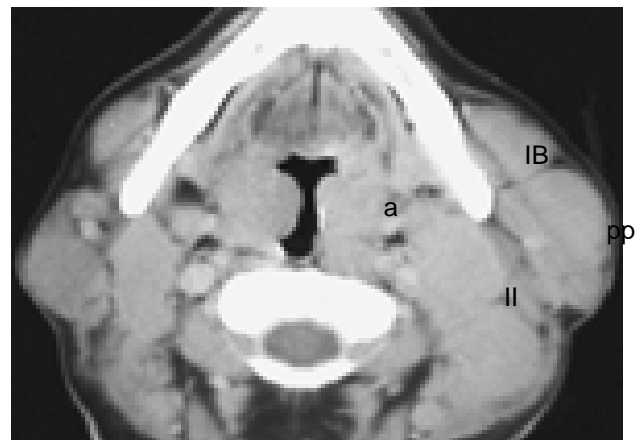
TC con contraste. LNH extraganglionar primario amigdalino con linfadenopatías. Crecimiento asimétrico y uniforme de las amígdalas palatinas (a) acompañado de ganglios inmensos y homogéneos en los niveles I B, II y periparotídeos (pp). Aunque los hallazgos son bilaterales, sólo se señalan las estructuras izquierdas para mejor apreciación de la imagen
